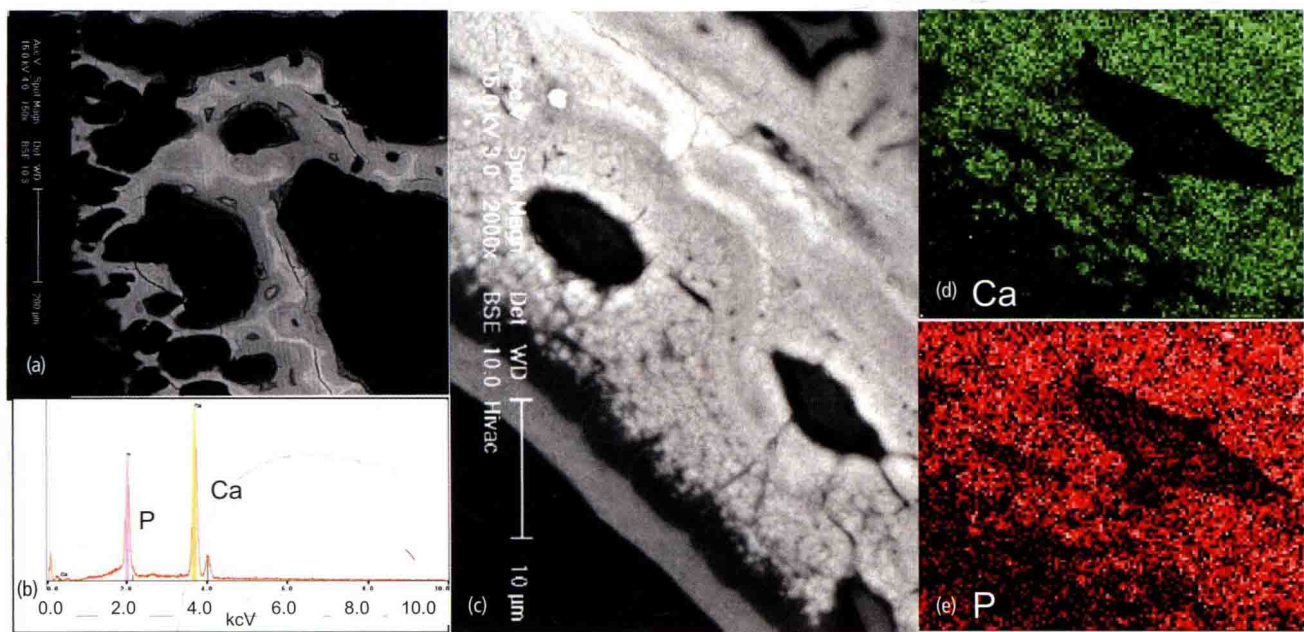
(a) 反向散射扫描电子影像将矿物质高亮显示出来。注意成熟骨内部不同位置有不同程度的矿化。(b) 矿物质内部的一些特异成分可以被能量弥散X射线谱(EDS)显示出来。在此图中钙和磷如预期一般呈现较高峰值, 这与它们是羟基磷灰石中的主要成分有关。(c) 注意在矿化前缘大多呈点状的矿物质分布和成熟板状骨内的较均匀分布矿物质之间的区别。(d, e) 靠近骨细胞周围的矿化前缘位置内钙及磷的能量弥散X线谱图(图内近左下方的较暗区域)。
